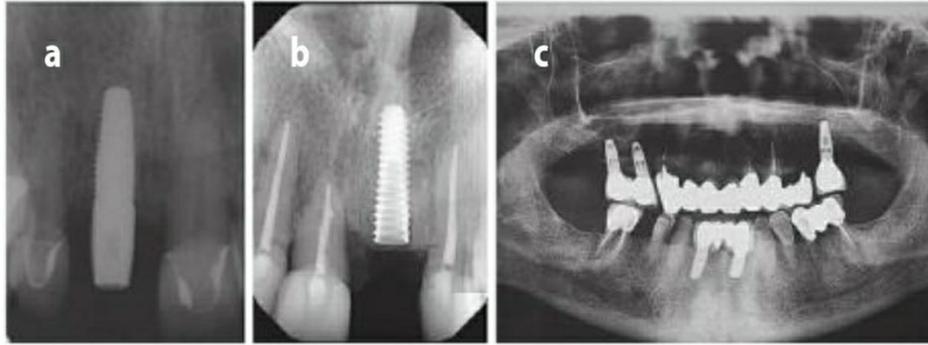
a. Radiografía periapical, b. Radiografía periapical digital, c. ortopantomografía
